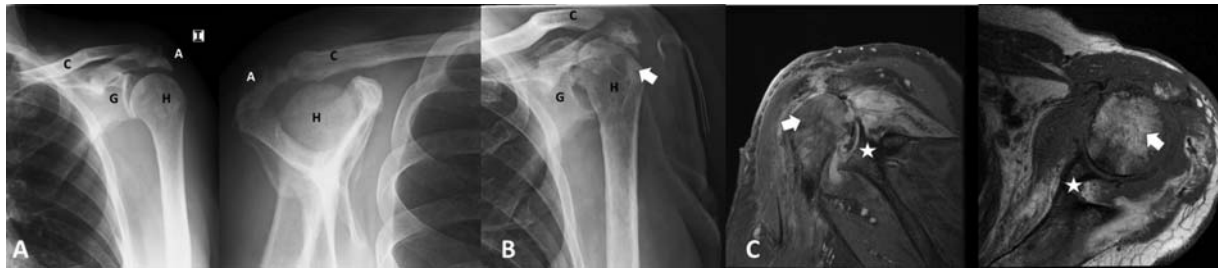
A. Radiografías AP y Outlet de hombro izquierdo previas a la primera limpieza quirúrgica de artritis séptica. Ya se aprecia alteración a nivel de la cortical superolateral de la cabeza humeral (H). G (Glenoides), C (Clavícula), A (Acromion). B. Radiografía AP de hombro izquierdo tras 4 meses de evolución de la artritis séptica, donde se aprecia desestructuración de la cabeza humeral (flecha) por osteomielitis. C. Imágenes de RM en T2 con cortes coronal y axial de hombro izquierdo donde se aprecian signos de osteomielitis de la cabeza humeral (flechas). Estrella (glenoides).
